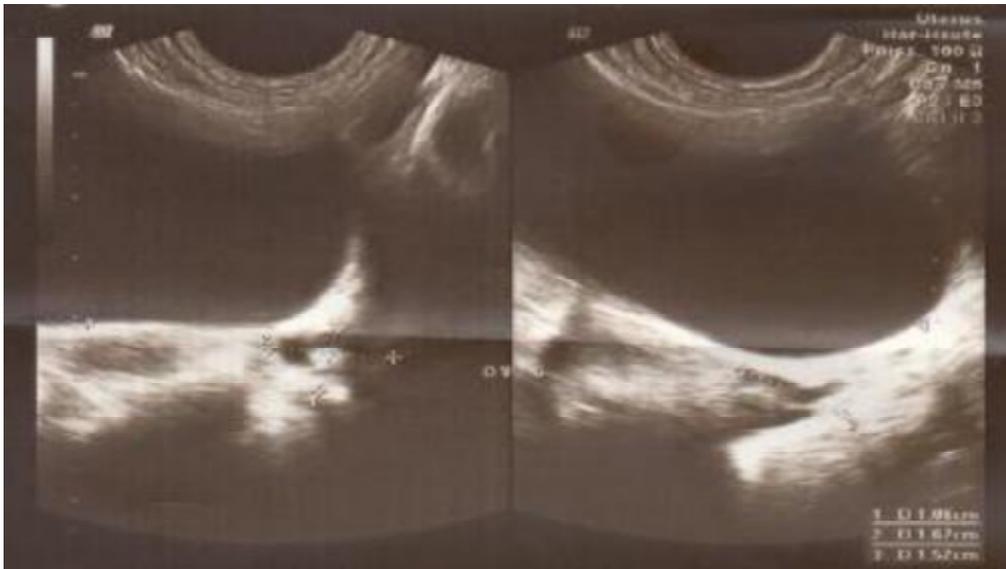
Image échographique pelvienne normale réalisée chez Farah au sein du CHU Hassan II Fès.
